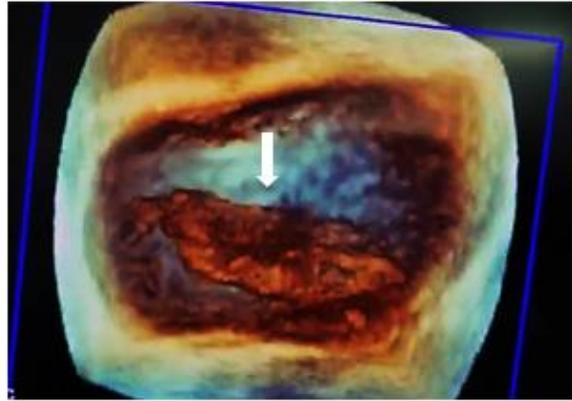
Reconstrucción tridimensional ecocardiograma transesofágico: la flecha indica el trombo en aorta.
